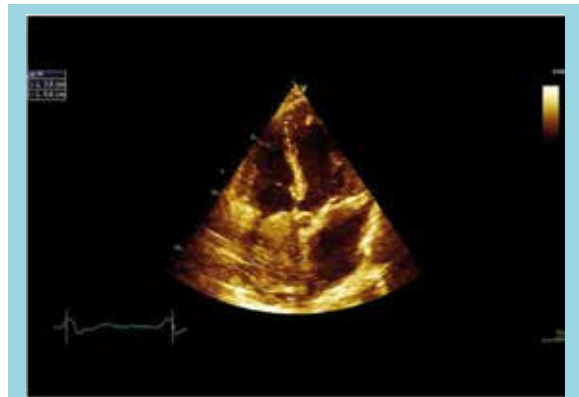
Ecocardiograma transtorácico (ETT) que muestra masa de aspecto tumoral en aurícula derecha, con base a nivel de vena cava superior de tamaño 3,8 x 6,6 cm.
